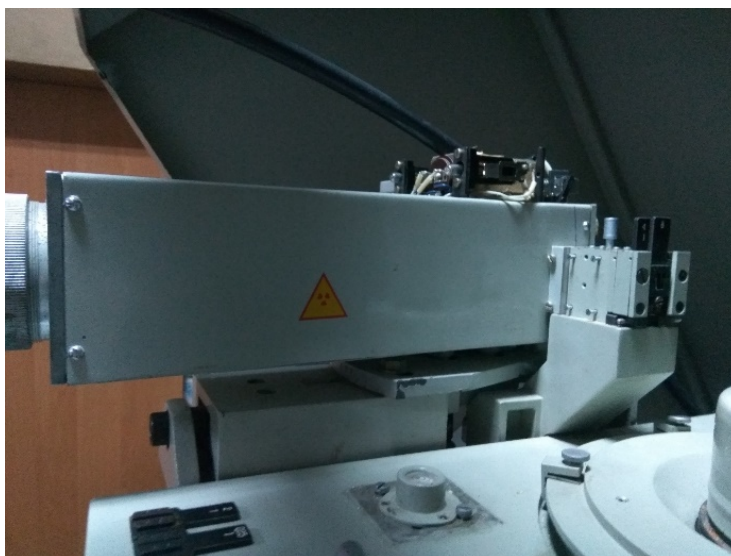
Джерело рентгенівського випромінювання ІРИС-7.
